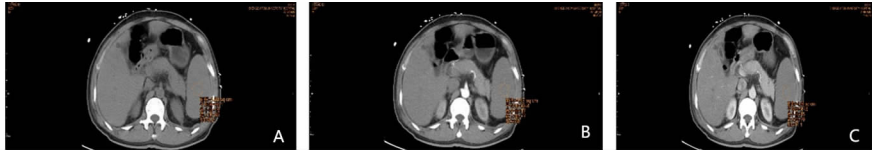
腹部 CT 提示:脾脏改变(注:A 为平扫;B 为动脉期;C 为门静脉期)
